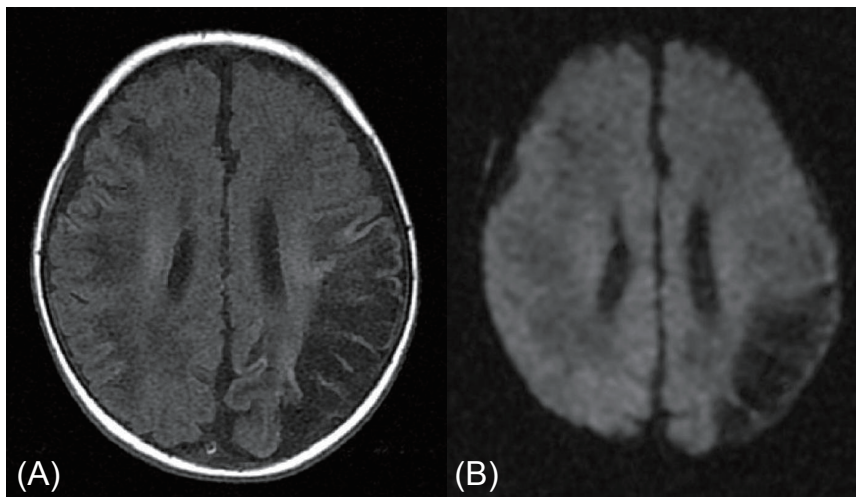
MRI scan of brain demonstrates diffuse low signal intensities on both fronto-parieto-temporal lobes (Right<Left) in T1 weighted image (A) and Diffusion weighted image (B).
